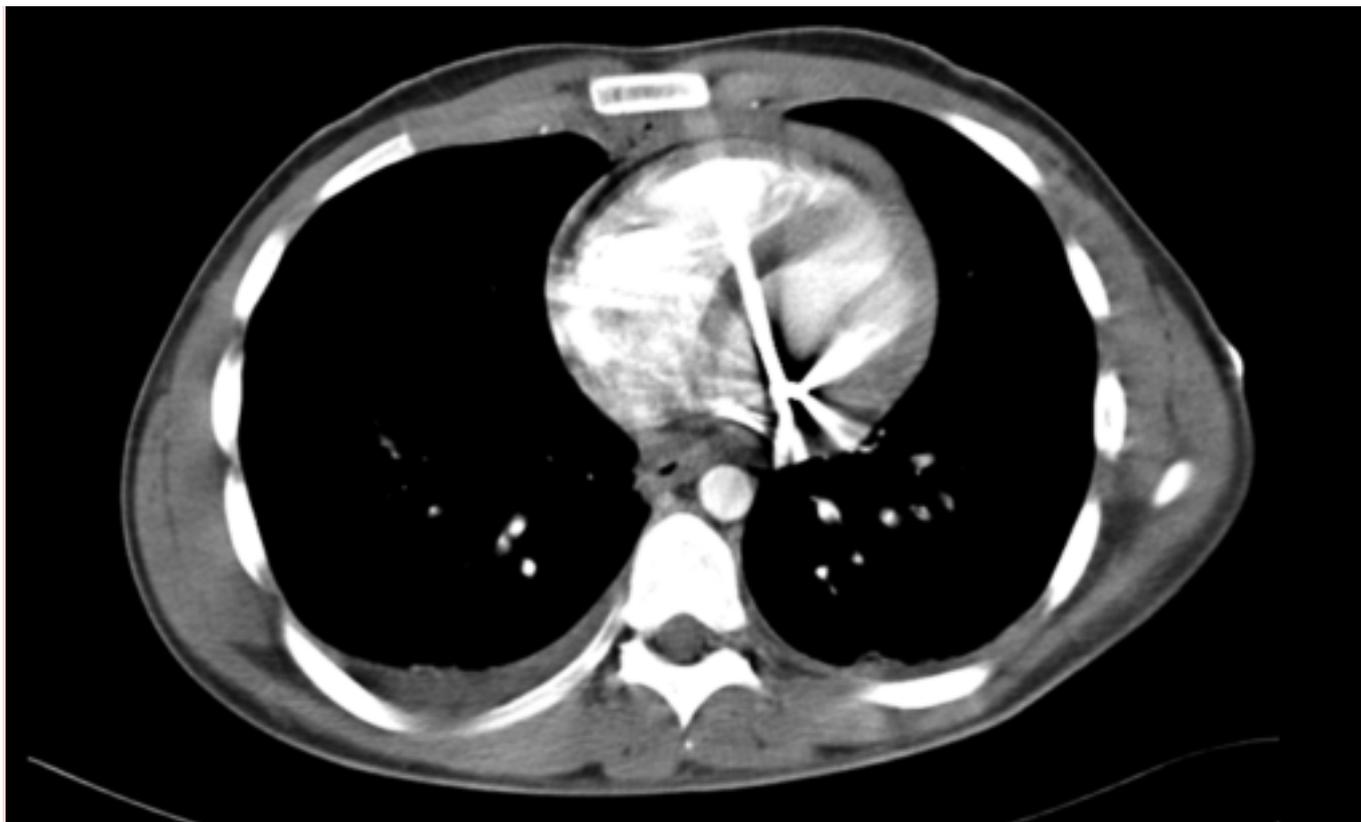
TAC Tórax. Hiperrefringencia por proyectil en pared posteroinferior izquierda del corazón.
